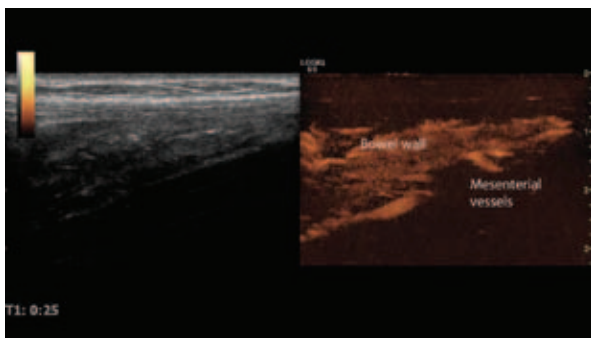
УЗИ с контрастным усилением илеоцекальной области. Кишечная стенка и брыжеечные сосуды указаны [xx]
